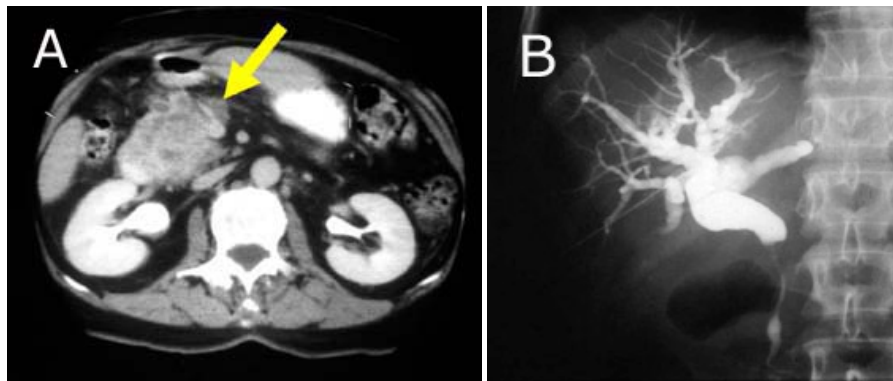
A- TAC de abdomen. Muestra la misma masa vista en ecografía. Se hace evidente infiltración del duodeno y de la vena mesentérica superior (flecha). B- CTPH. Obstrucción de la vía biliar extrahepática con una estenosis larga del colédoco a nivel de la cabeza del páncreas.
